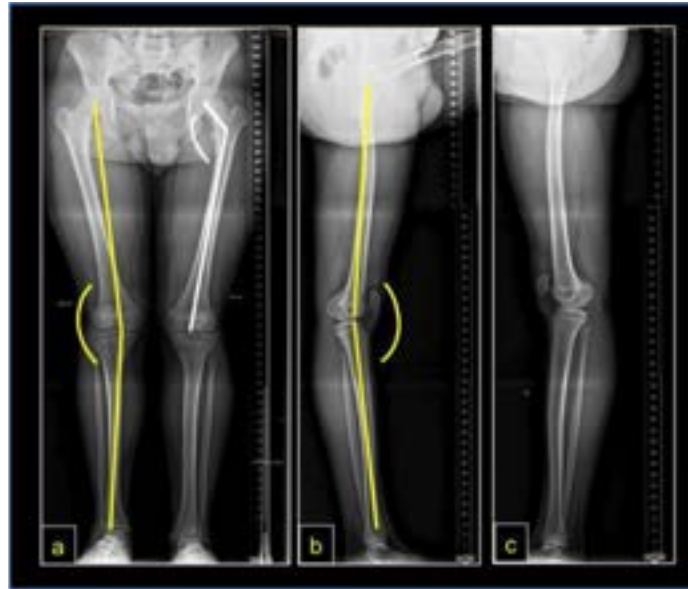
Radiografía panorámica de MMII
